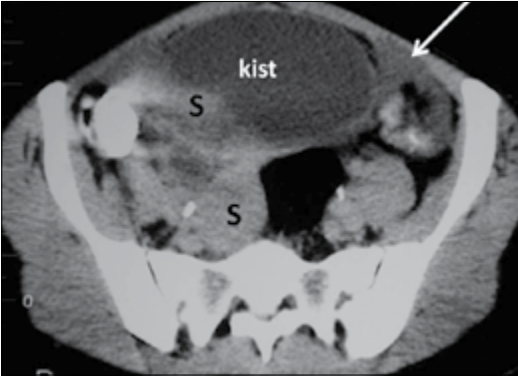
Pür kistik teratom. BT' de sol overde düzgün ince duvarlı yağ ve kalsifikasyon içermeyen bu nedenle benign (kistadenom) kistik olarak değerlendirilen lezyon histopatolojik olarak pür kistik teratom olarak tanı almıştır.
